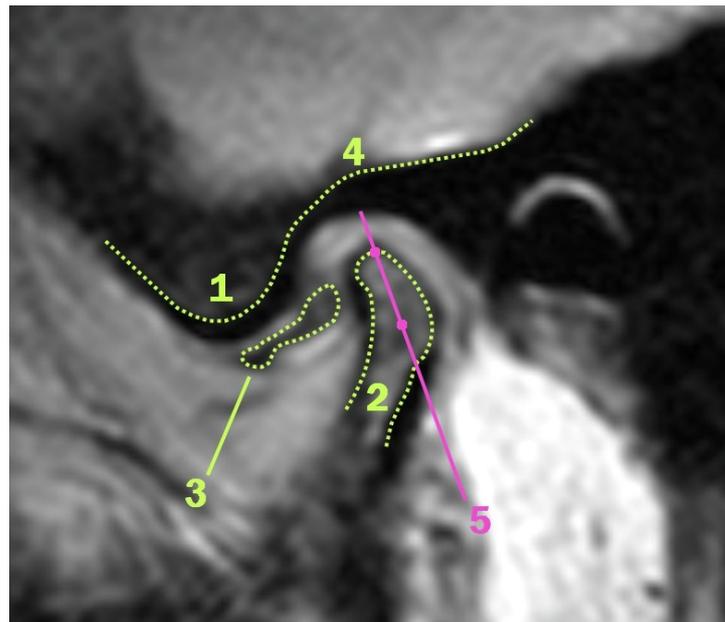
MRT-Schnittbildaufnahme des rechten Kiefergelenks im Sagittalschnitt bei pathologischer ADDoR; T1-Wichtung mit TSE
